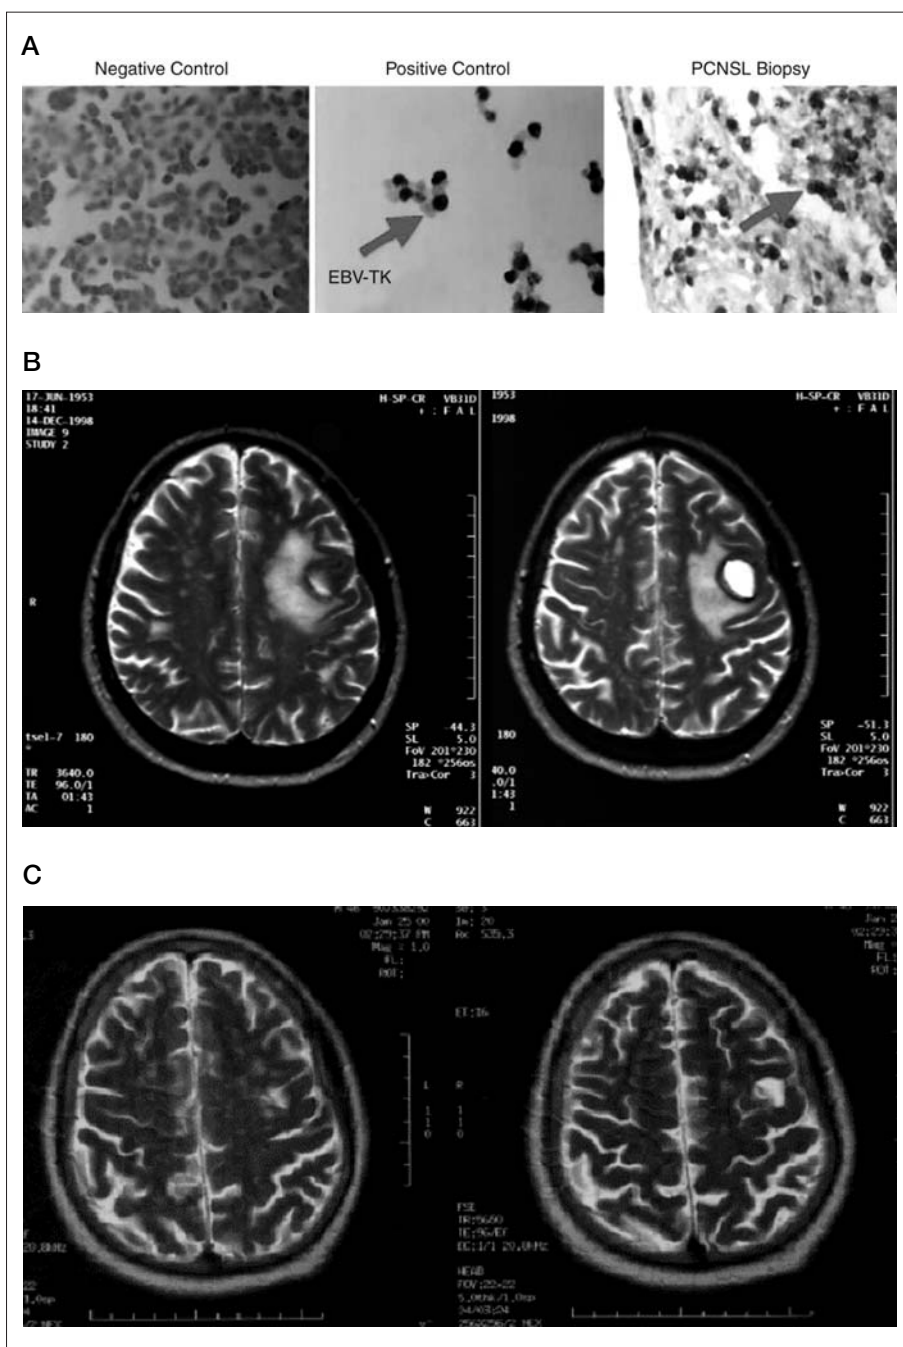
A) Stereotactic core biopsy from primary CNS lymphoma demonstrated EBV⁺ B-cell lymphoma with evidence of EBV-TK gene expression by in situ RT-PCR. B) Brain MRI from patient at diagnosis and C) after therapy with combination AZT/GCV.
